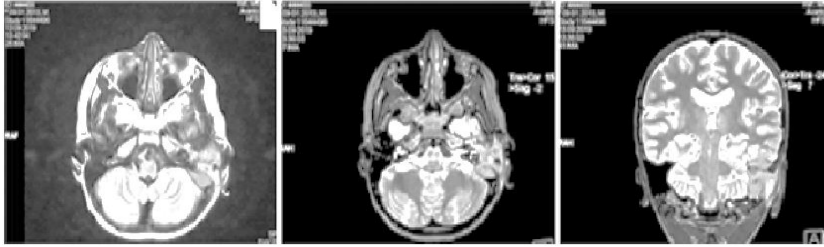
RMN cerebrală cu contrast
